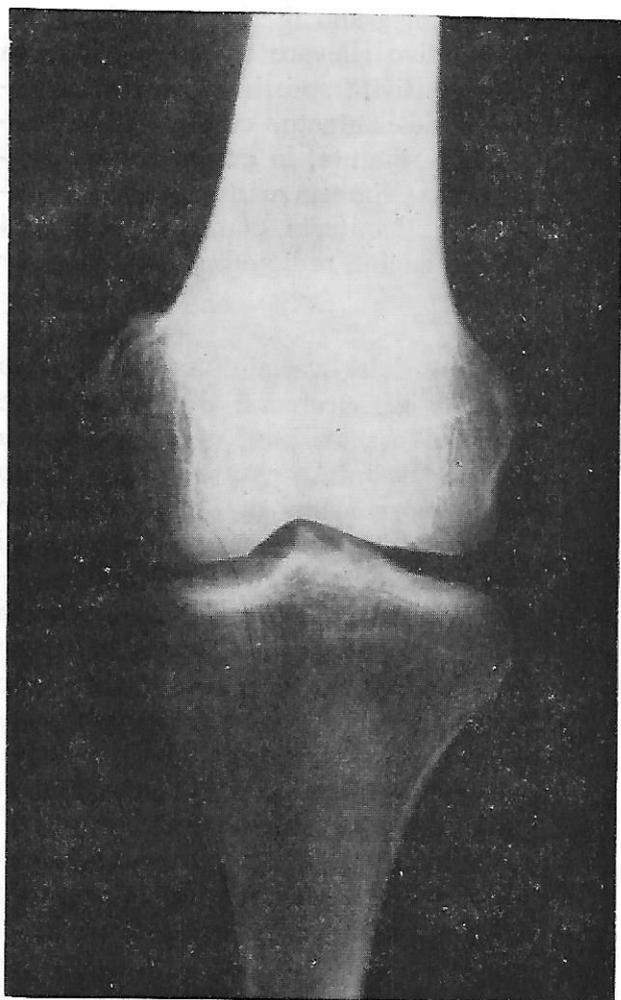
Caso n. 3: esame radiografico del ginocchio sinistro. Proiezione antero-posteriore. Ossificazione paracondiloidea mediale a colata, di tipo superiore. Osteofitosi delle spine tibiali, verosimilmente in relazione ad iniziali alterazioni di tipo artrosico; tono calcico ai limiti inferiori della norma.
